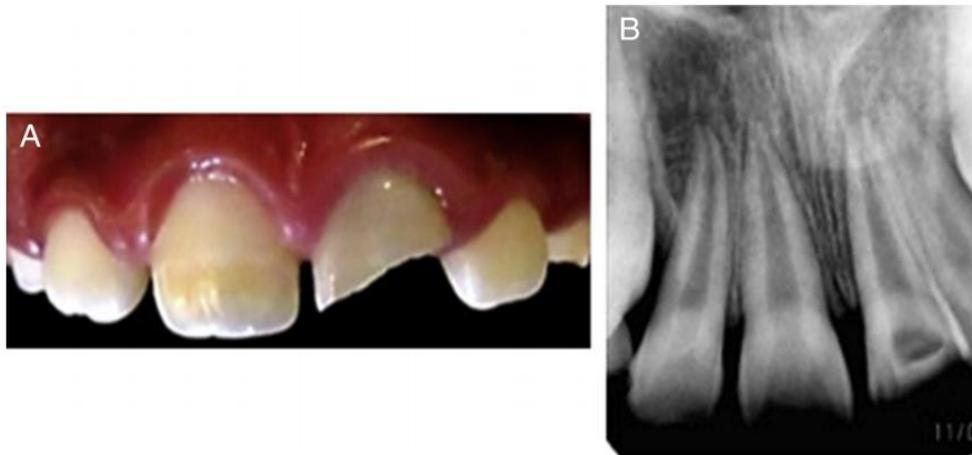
Caso clínico de apexificación con Biodentine®. A) Pieza 12 con fractura complicada de la corona. B) Radiografía preoperatoria. Se observa ápice inmaduro. (54)
